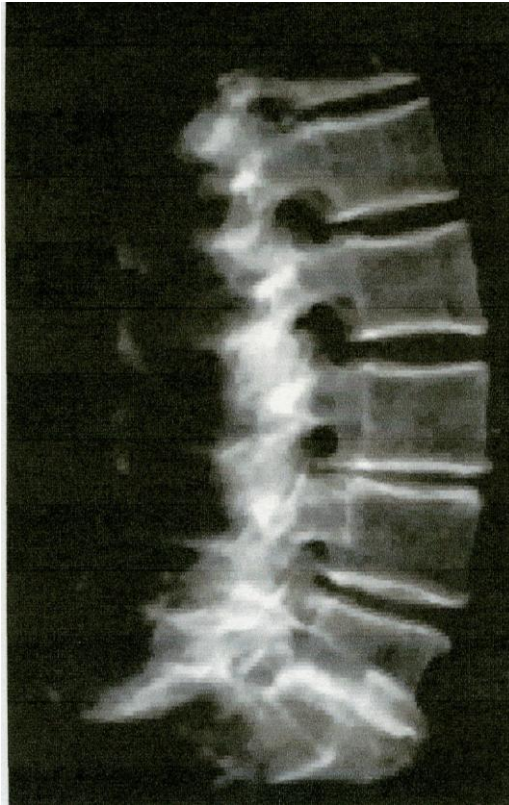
Radiographie d'un bloc lombaire L1-L5 de profil par Discovery[®]. A noter, une discopathie L3-L4 minime (Grade II de Kellgren-Lawrence).
